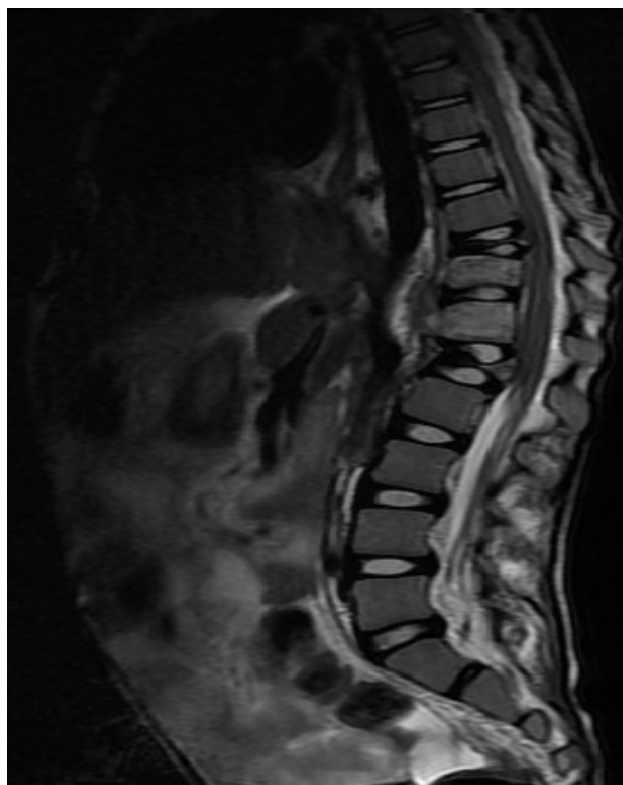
IRM médullaire objectivant une spondylodiscite tuberculeuse
